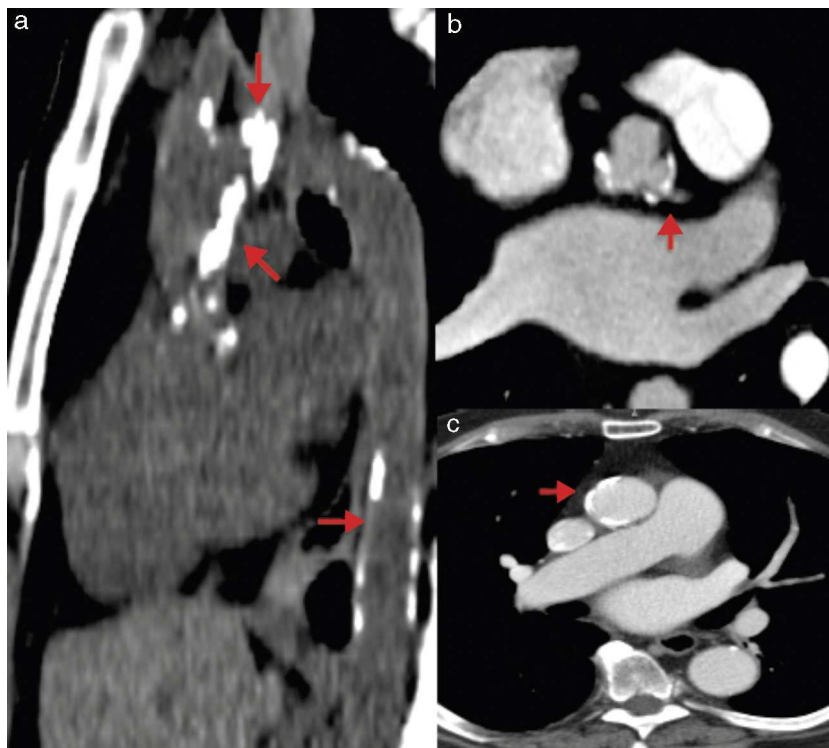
Calcificación en aorta. a) Tomografía sin contraste en la que se observan zonas extensas de calcificación en aorta ascendente, cayado y aorta descendente. b) Angiotomografía contrastada con placa calcificada cercana al origen del tronco de la coronaria izquierda. c) Angiotomografía contrastada con calcificación en aorta ascendente.
